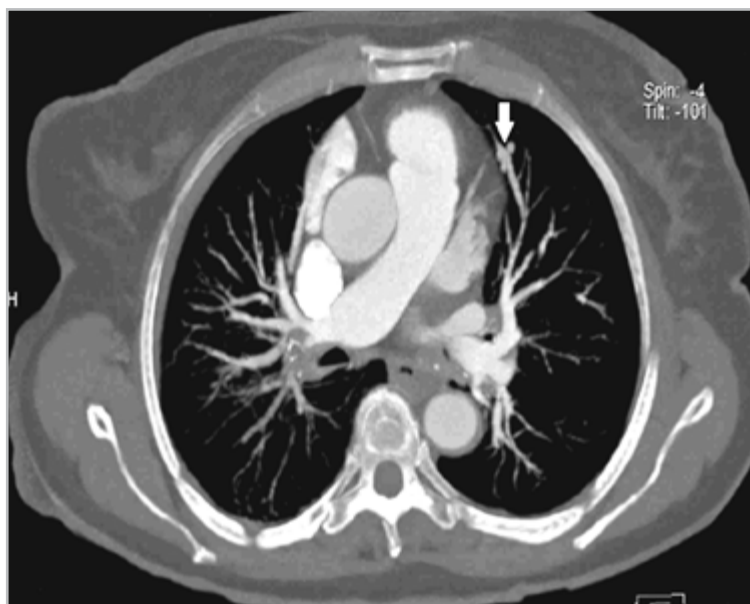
КТ-ангиограмма грудной клетки пациента с центральным раком правого легкого. Сосудистая мальформация в языковых сегментах левого легкого (*толстая стрелка*)
